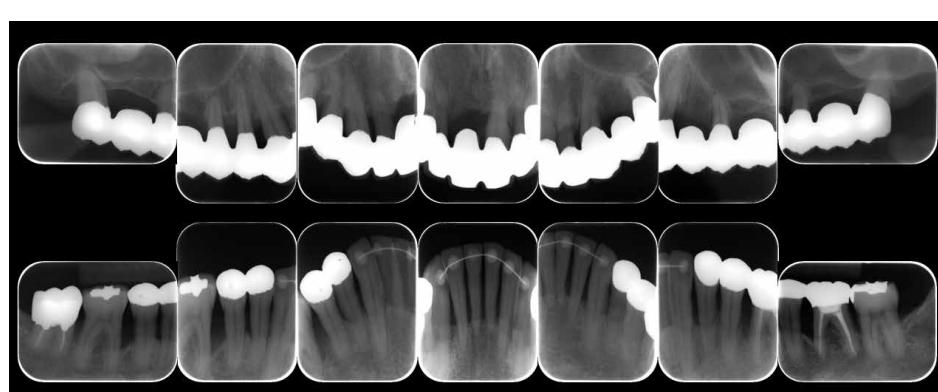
Digital X-ray 14 after completion of restoration of oral function (April 2013)
